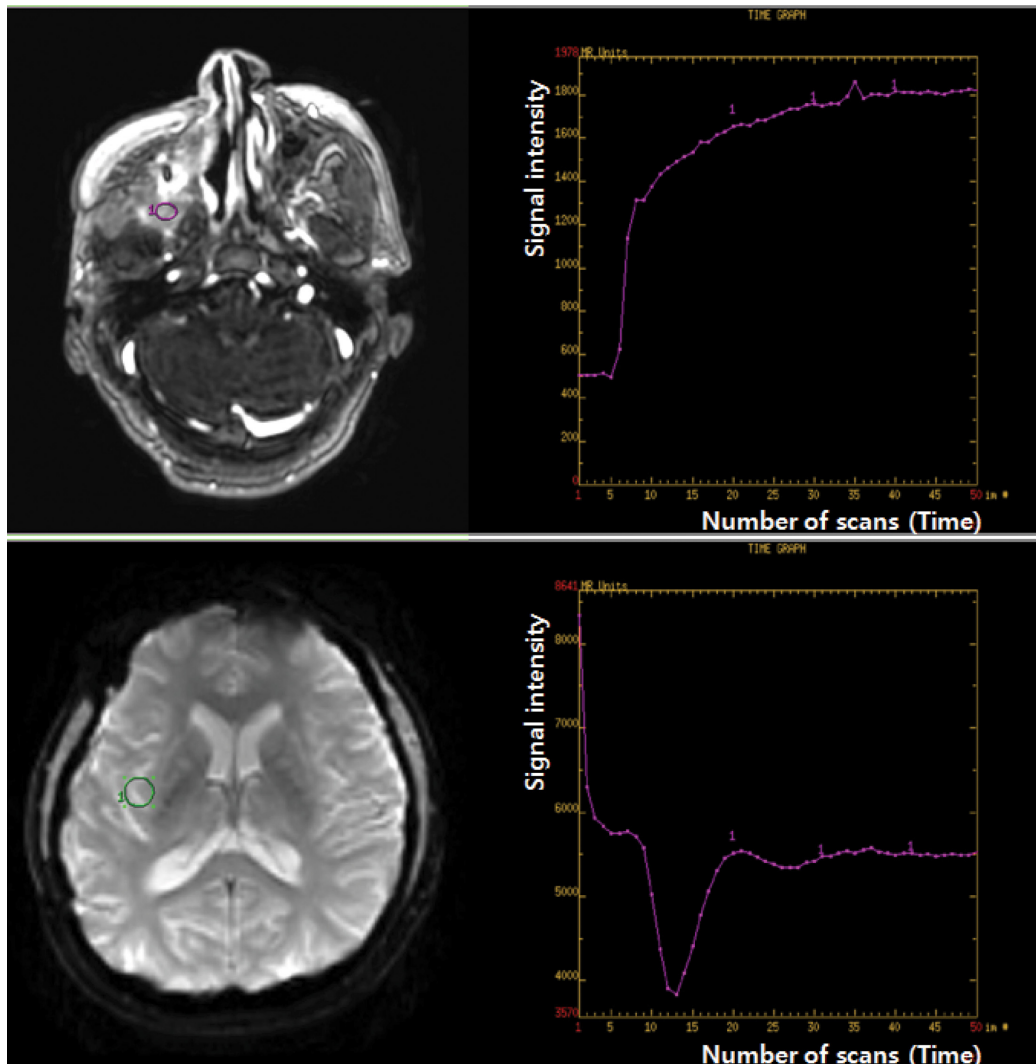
(Color online) The change of signal intensity after injection of contrast agent in DCE (top row) and DSC (bottom row) which are exogenous perfusion MRI.
